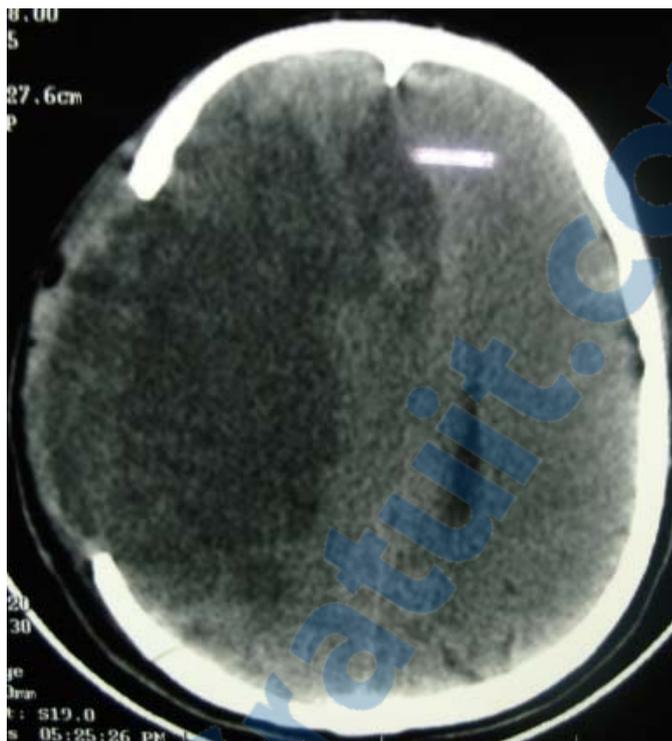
TDM cérébrale montrant un volet crânien d'un AVCi sylvien droit malin
